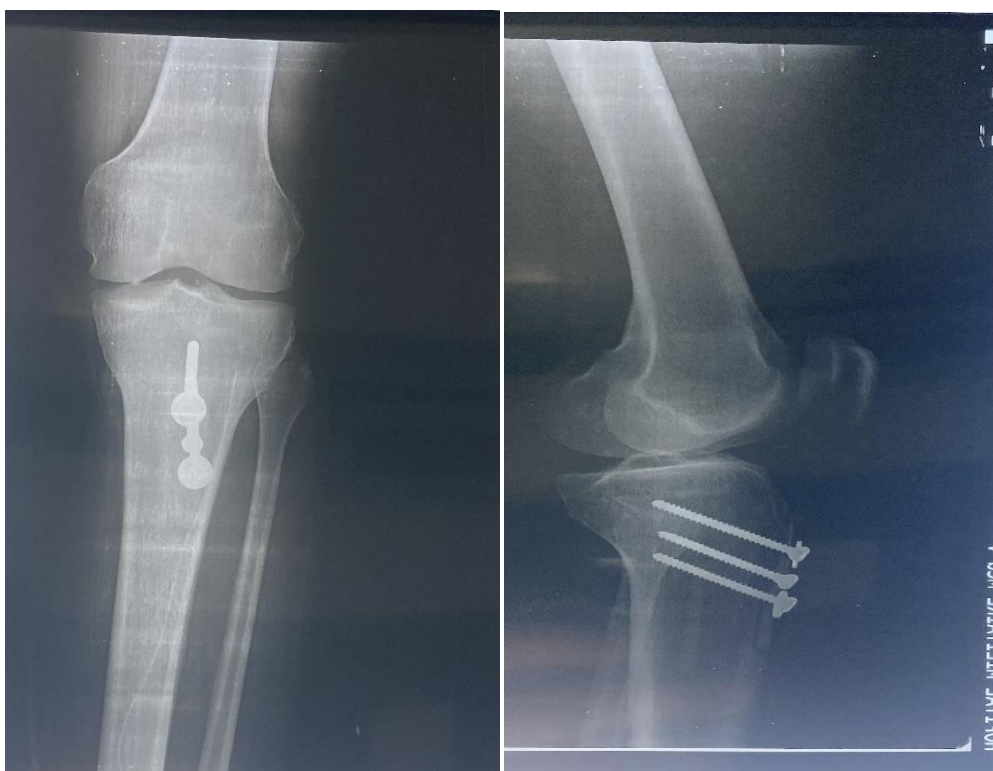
radiographie du genou droit du cas n°4 en post-opératoire
